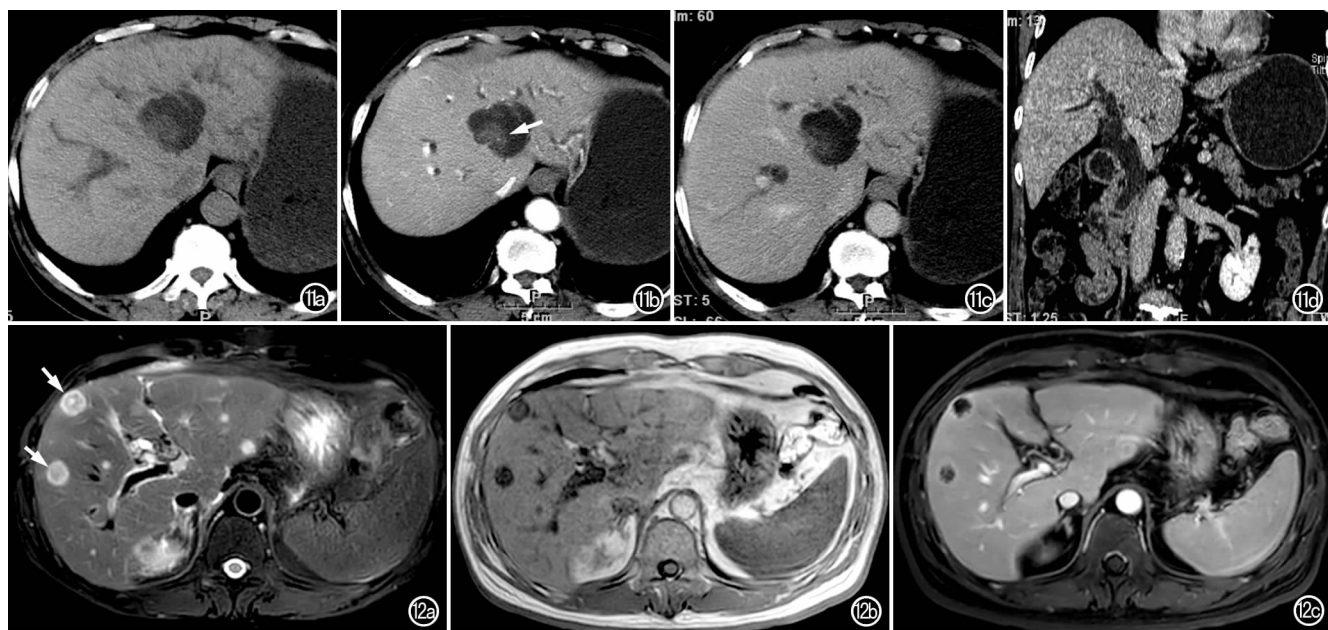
M-IPN。a) CT 平扫示肝左叶囊实性占位,呈分叶状,边界清晰,囊液呈黏液密度; b) 增强动脉期示壁结节呈轻度强化(箭); c) 门脉期示壁结节呈轻度~中度持续强化; d) 冠状面重组图像显示胆总管及肝内胆管扩张。图 12 HCC 患者肝移植术后复发,经索拉菲尼治疗治疗后半年。a) 抑脂 T_2 WI 示肝内多发结节灶(箭),中心部为低或高信号,周边部呈高信号; b) T_1 WI 示病灶呈不均匀低信号; c) 增强 T_1 WI 显示病灶呈环形强化。
